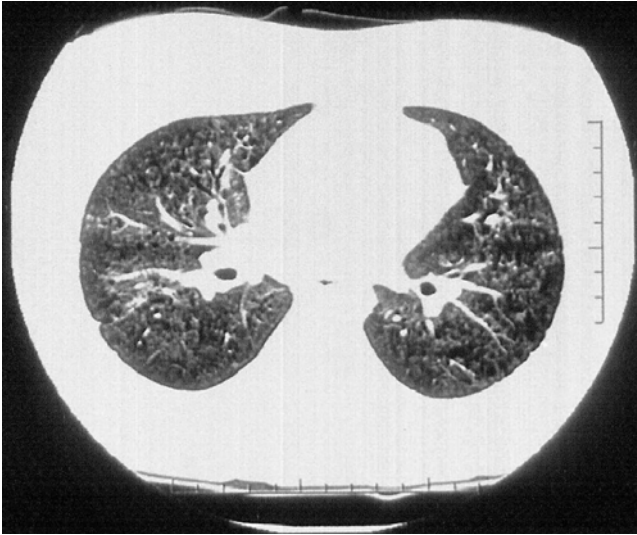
Chest high resolution computed tomography reveals improved finding of multifocal patchy consolidations. But underlying ground glass appearance is more increased in both lung and there is mild bronchiectatic change suggesting of fibrotic process after two months.
